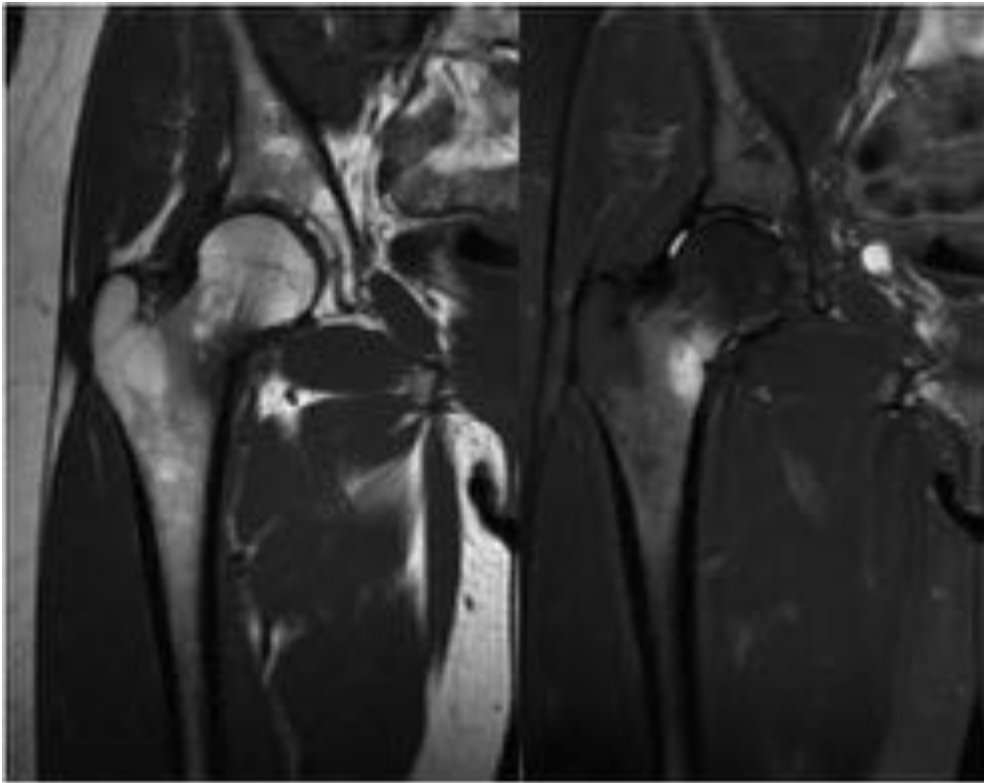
Comparativo de RM coronal T1 y T2 IR. Se corrobora la presencia de edema óseo córtico medular en el margen medial del cuello femoral derecho, en relación con fractura por estrés de riesgo intermedio.
